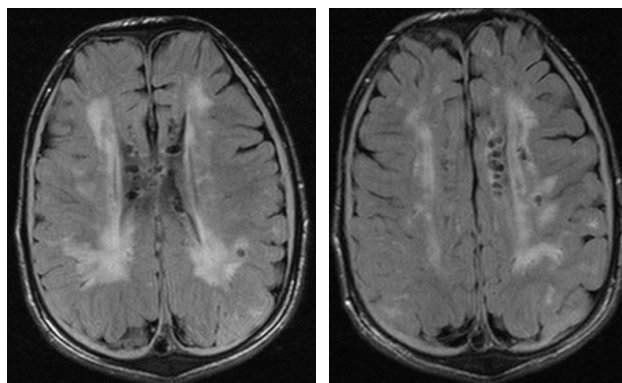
МРТ головного мозга от 13/01/10
